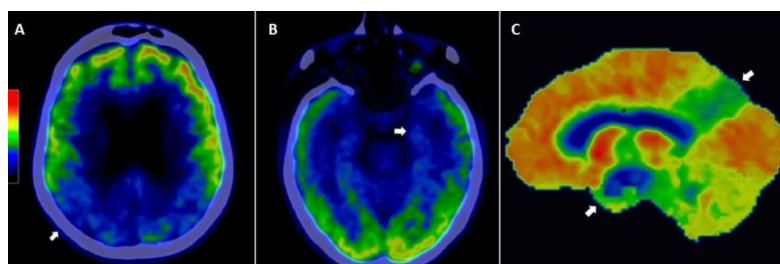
FDG-PET, corte axial (A e B) e sagital (C). A) Observe o hipometabolismo acentuado nas regiões parietais bilateralmente (seta); B) Hipometabolismo temporal mesial acentuado (seta); C) Reconstrução sagital demonstra hipometabolismo parietal, temporal (setas) e no giro do cíngulo (asterisco), compatíveis com DA moderada. (Imagem concedida pelo InsCer – Instituto do Cérebro do Rio Grande do Sul)
